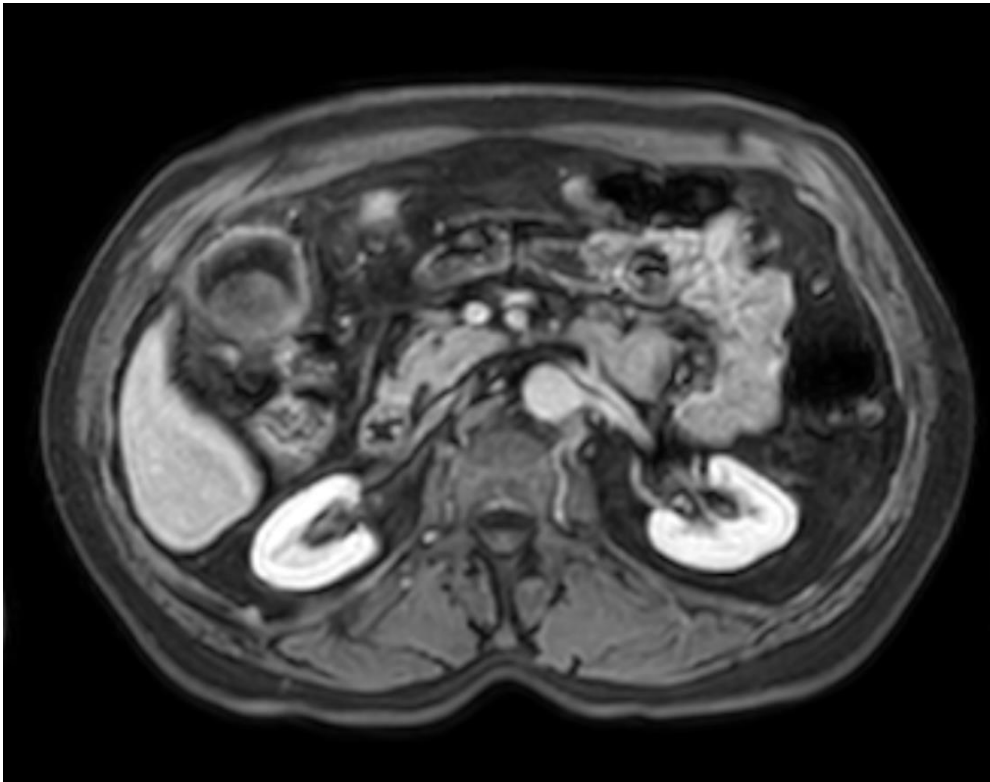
Non-enhancing gallbladder lesion on the dynamic MRG
